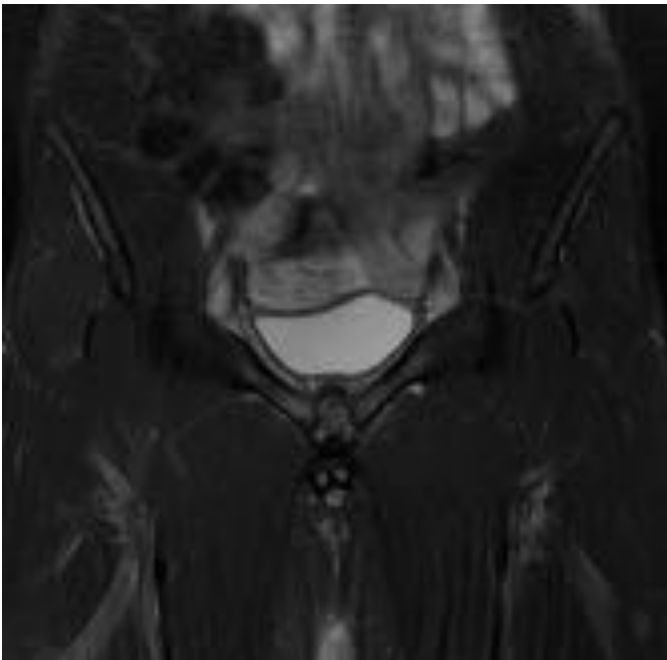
Mismo paciente de las figuras anteriores. RM coronal T2 IR que muestra ampliación del espacio articular, formaciones quísticas subcondrales bilaterales, con irregularidad cortical y edema de hueso medular de ambas ramas iliopúbicas en relación con osteítis pubis.
